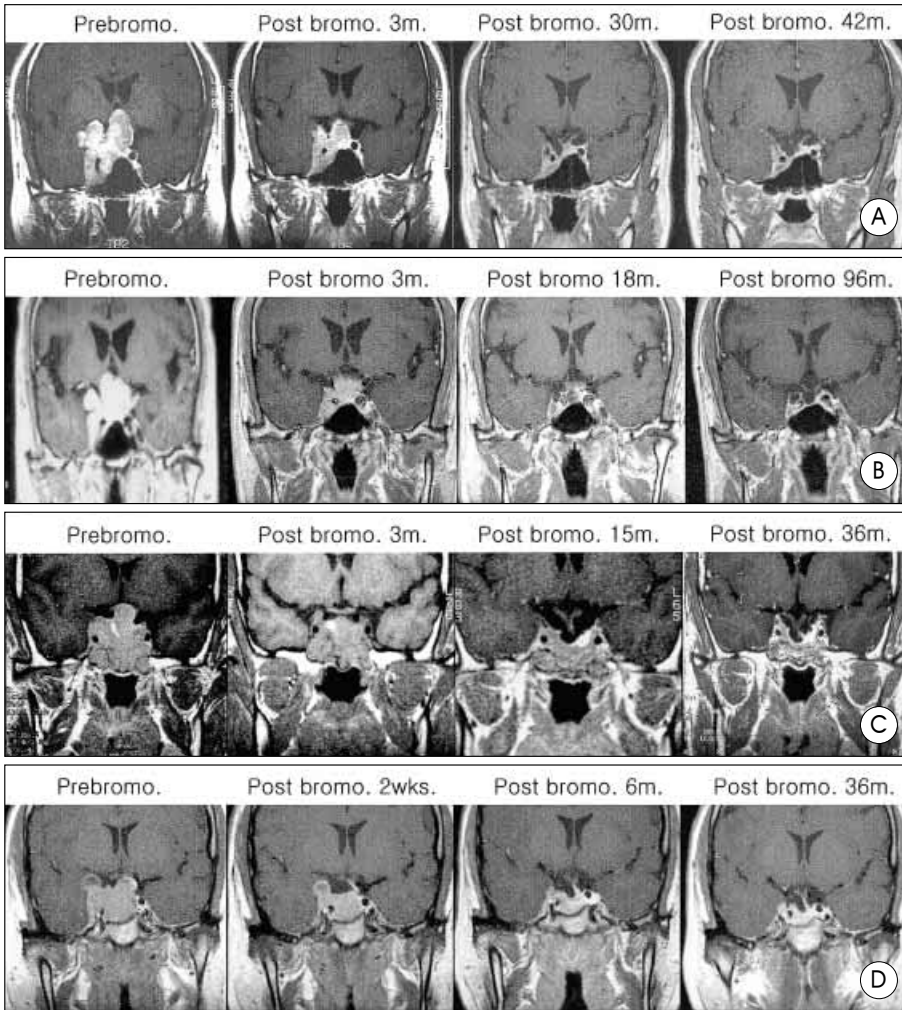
Serial magnetic resonance images showing shrinkage of tumor mass in the four patients(from the left to the right). A : Case 3, B : Case 4, C : Case 8, D : Case 14.
